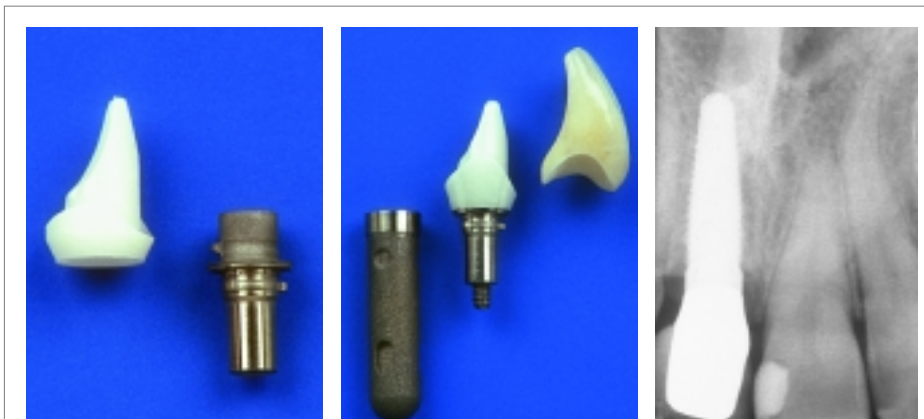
Der zweigeteilte Camlog®-Ästhetikaufbau. – Abb. 10: Der individualisierte Keramikaufbau verklebt mit der Titanbasis und die Vollkeramikkrone. – Abb. 11: Einzelröntgenaufnahme nach Implantatinserterion und prothetischer Versorgung.
